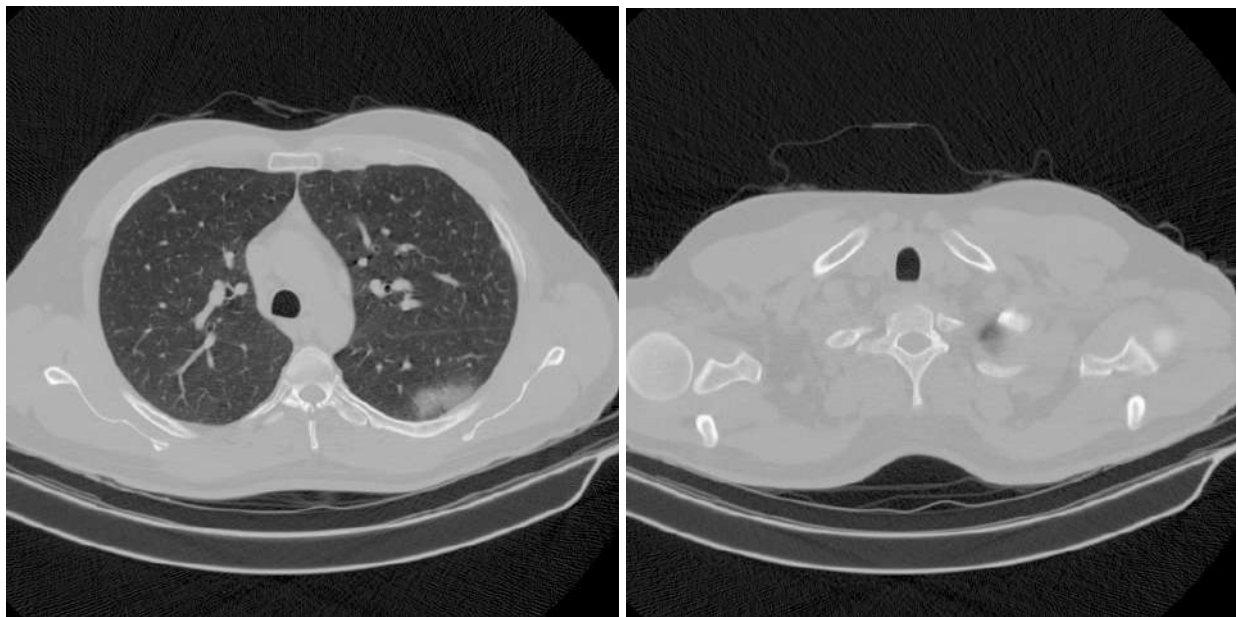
Порівняння знімків КТ грудної клітини на різних зрізах відсканованого простору
